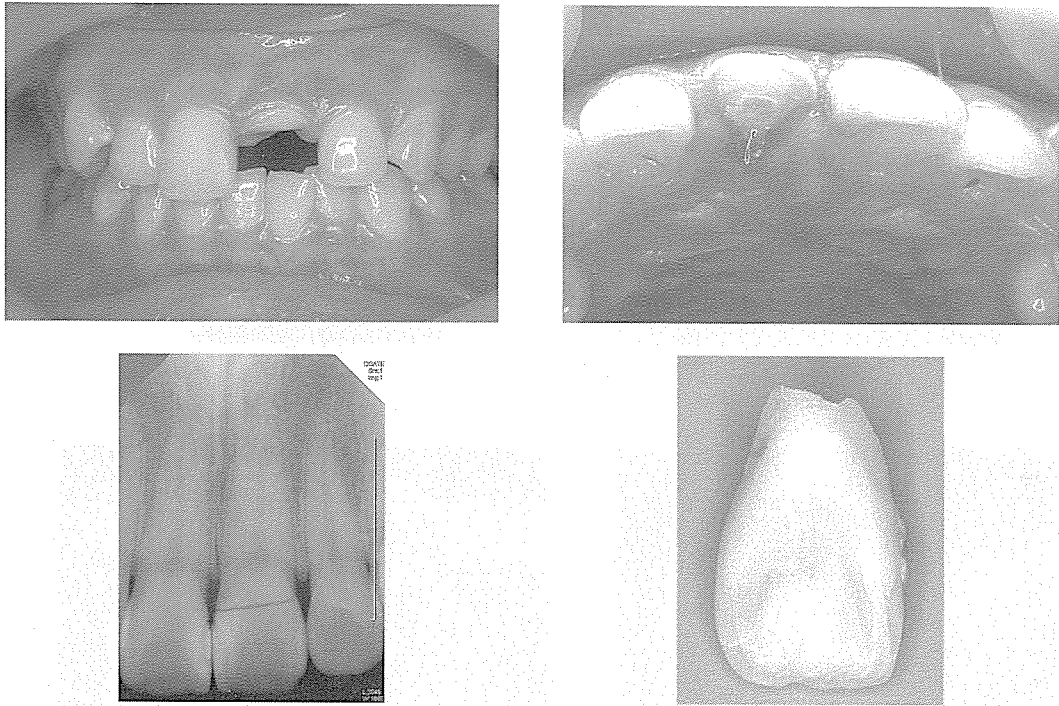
초진시 방사선 사진 및 치아 파절편 제거 후 임상사진.
